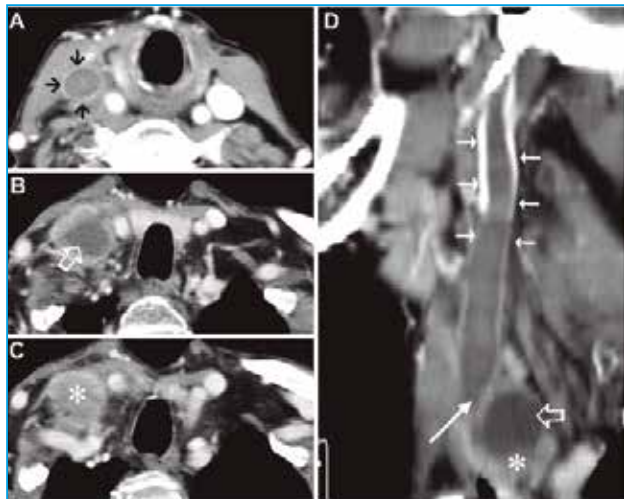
Varón de 47 años de edad con carcinoma epidermoide de origen desconocido que debuta con una voluminosa tumoración en el hueso supraclavicular derecho. TC: cortes axiales de cuello (A,B,C) en varios niveles que demuestran la masa supraclavicular (estrella), la invasión de la vena yugular interna (flecha larga) y un trombo proximal (flechas cortas) que se ha formado como consecuencia de la oclusión del vaso. Presenta área de necrosis central (flecha gruesa hueca). En la reconstrucción sagital (D) se aprecian hallazgos similares.
